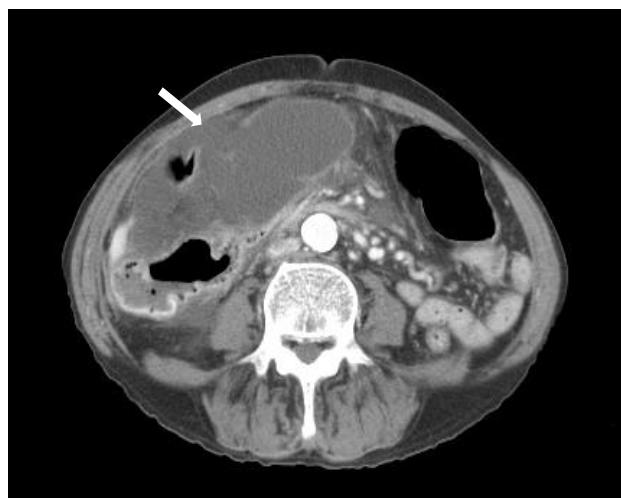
Computed tomography at the lower level showed gallbladder wall disruption, especially in the inferior portion. Focal fluid collection is evident around the gallbladder fossa and right abdominal cavity (arrow).
